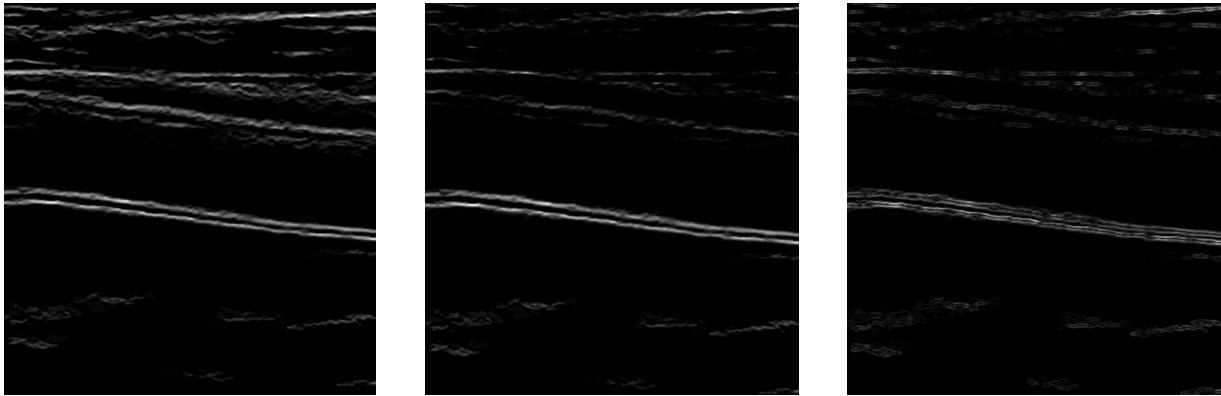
Imagen de gradiente reconstruida (izq), gradiente corregido (centro) e imagen de fuerzas externas (der) de la ecografía #37.
